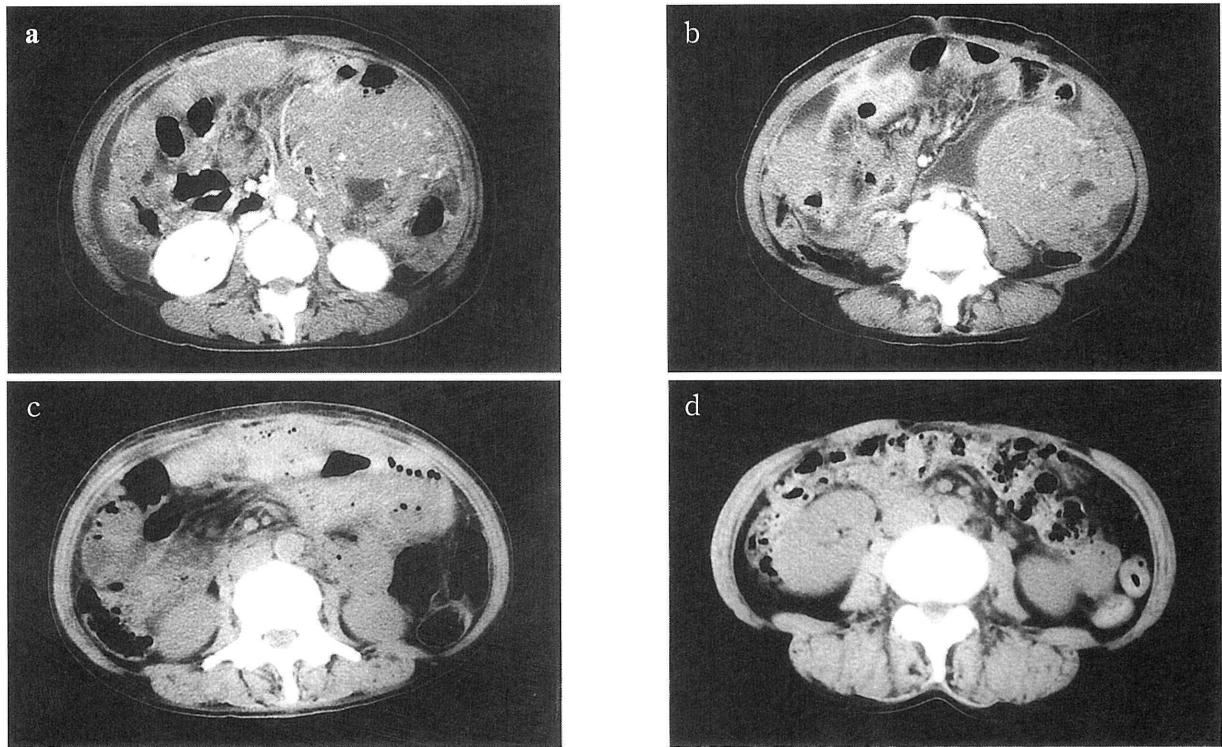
術後腹部 CT 所見. a, b: 術後 16 日. c: 術後 4 ヶ月. d: 術後 9 ヶ月.
